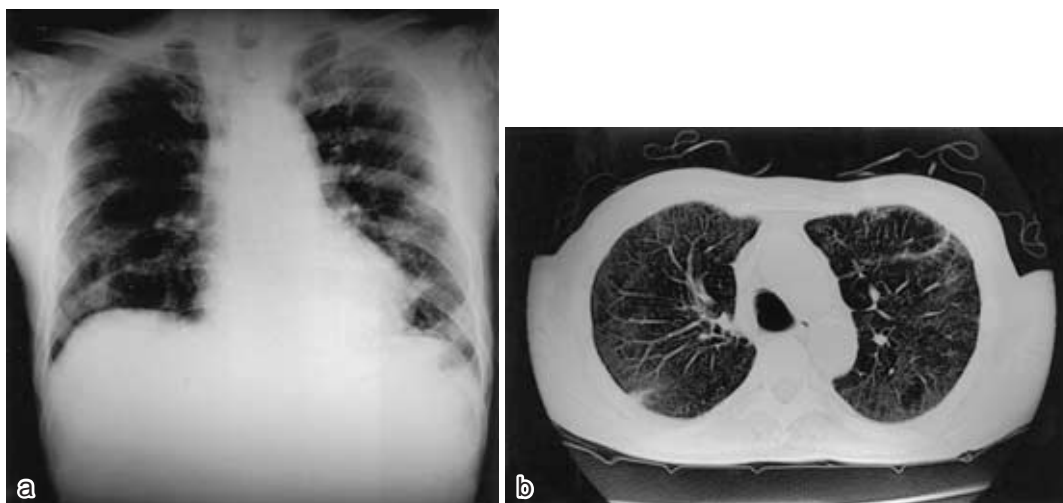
a, b Chest radiograph and CT on January 23, 2002, demonstrate a dramatic decrease in ground-glass opacity in comparison with films on December 5, 2001.
